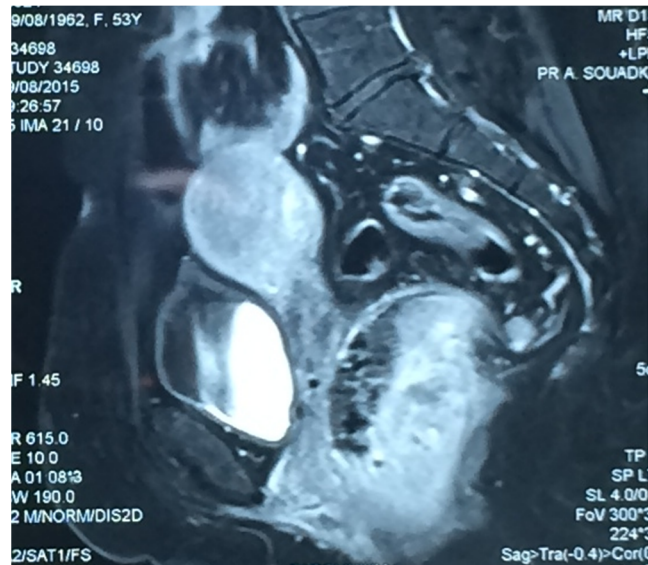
IRM pelvienne en coupe Sagittale et horizontale montrant un mélanome anorectal comblant la lumière digestive
